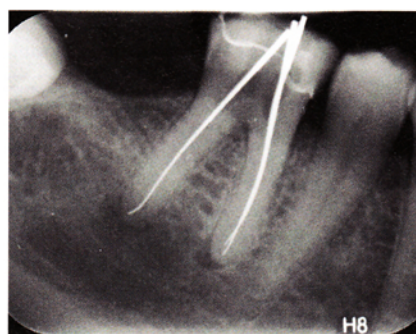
Röntgenmessaufnahme: Silberstifte zur Bestätigung der elektrisch ermittelten Messlänge in situ. Um eine ausreichende Anästhesie zu erzielen, musste eine Leitungsanästhesie sowie eine intraligamentäre Anästhesie vorgenommen werden. Apikal ist bereits eine kleinere Aufhellung erkennbar.
